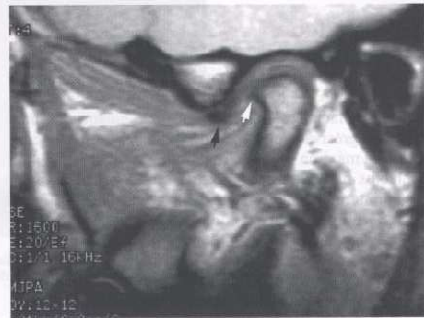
RM derecha cerrada. La resonancia magnética sagital de la ATM derecha muestra un osteófito en el borde anterior del cóndilo (flecha blanca), y el disco se encuentra desplazado hacia el plano anterior (flecha negra).
